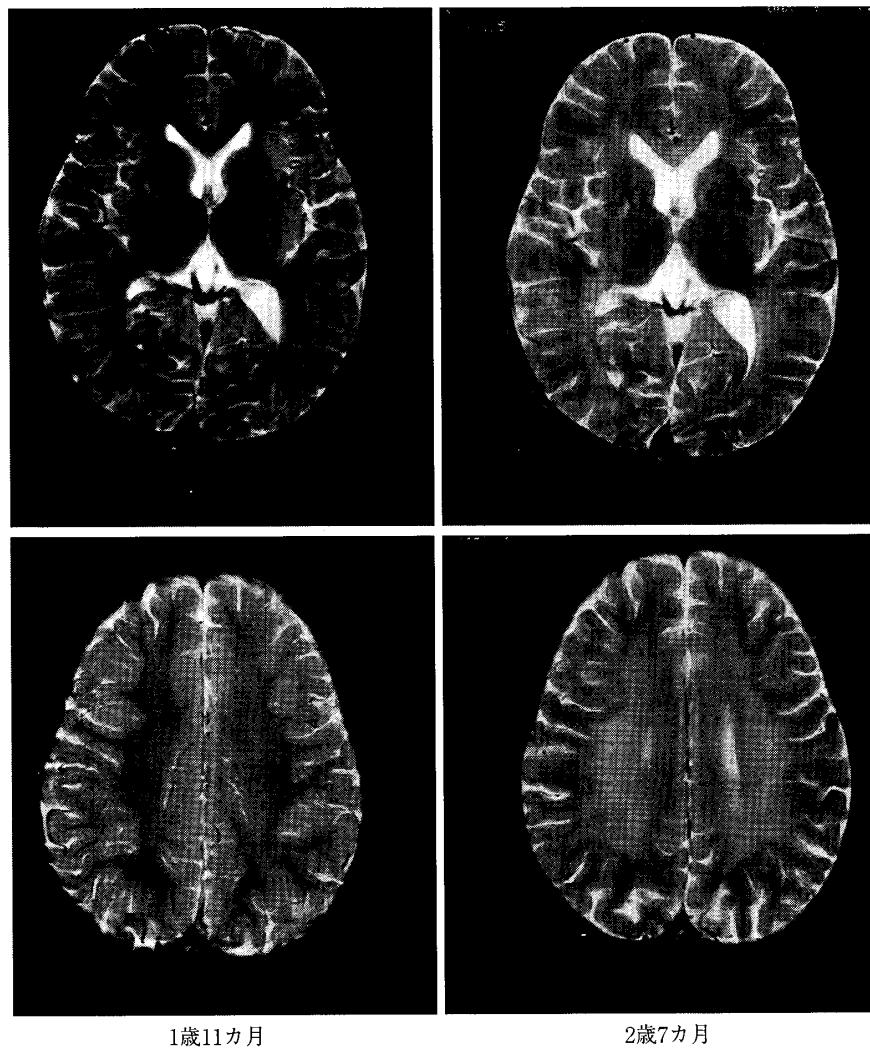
頭部MRI:T2強調像 (TR6000/TE105)
